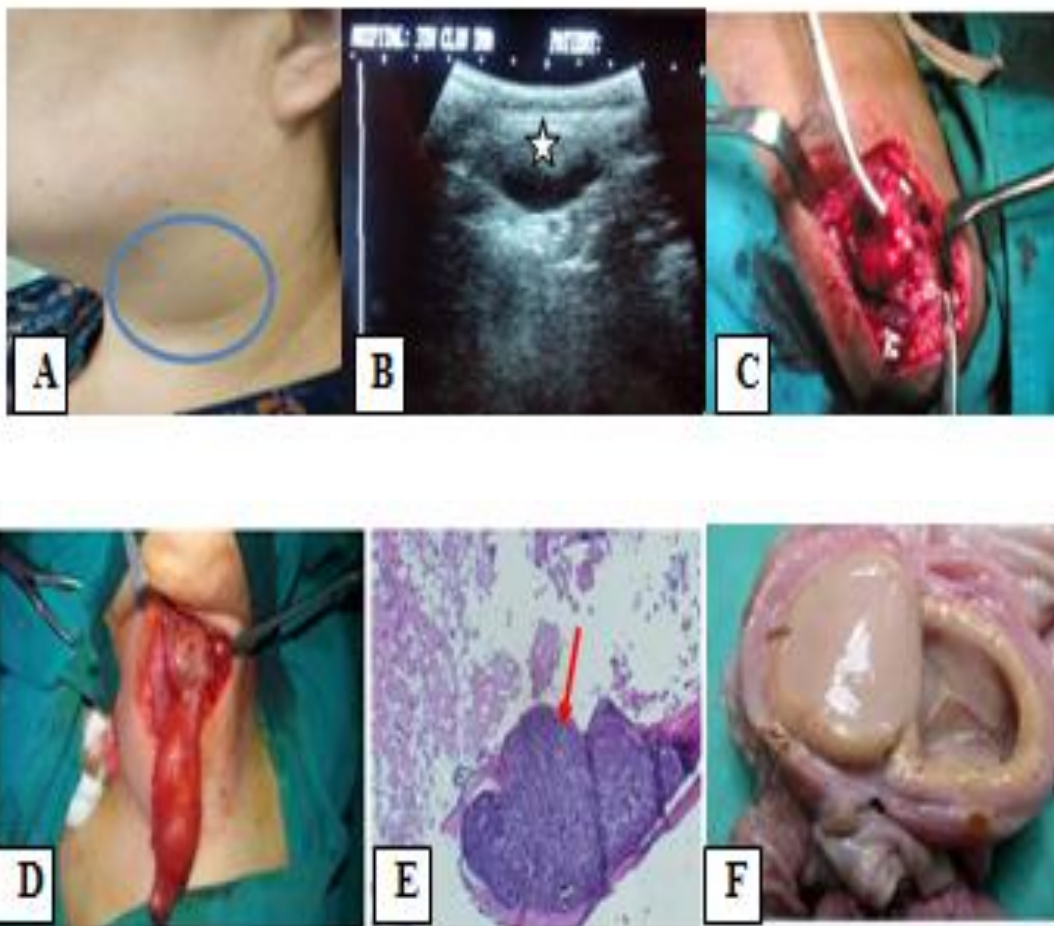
Больной Ш., 34 г. УЗИ боковой кисты шеи.
